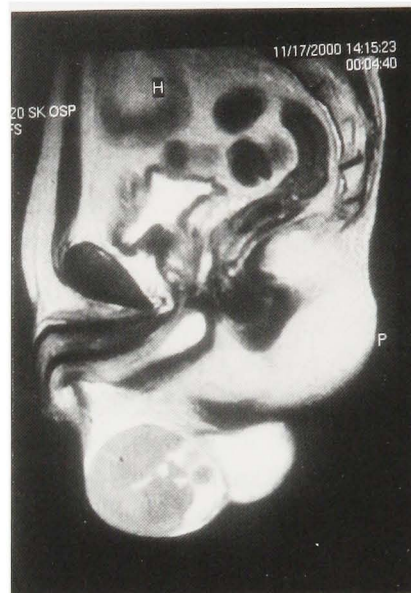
MR imaging with gadolinium showed a well-enhanced tumor.
